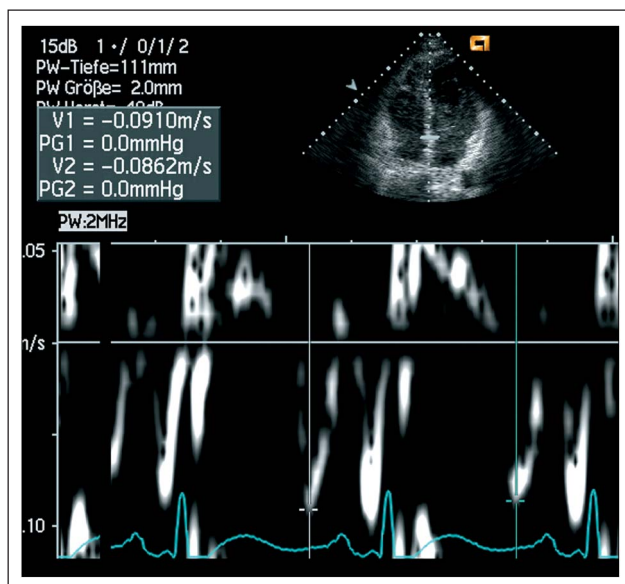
Gewebedoppler – E' über medialem Mitralanulus (von apikal)
